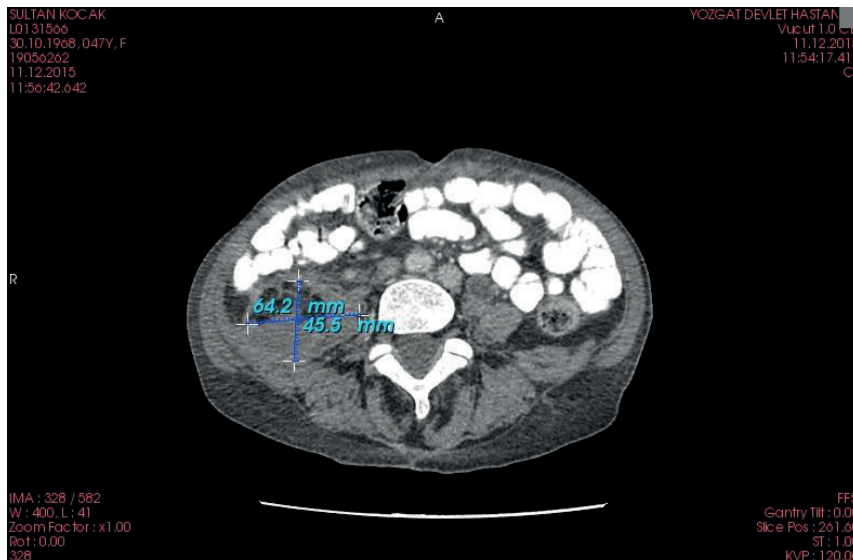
Computed tomography demonstrates right iliac fossa located hematoma
